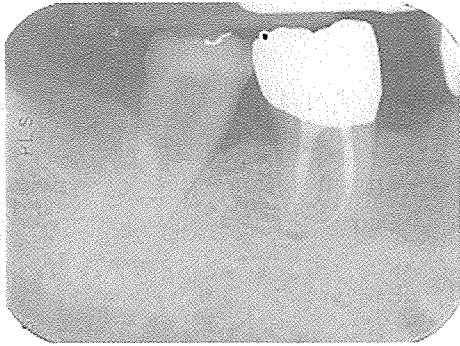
An example of the complete healing. At the 6-month follow-up, the transplanted tooth was normal in the clinical and radiographic examination.
